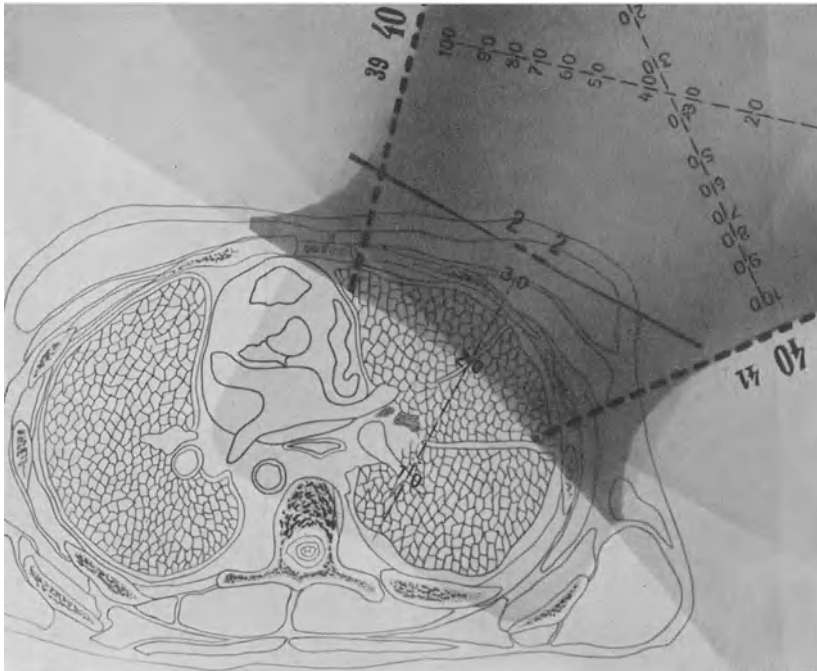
Brustkrebsbestrahlung nach Holfelder: Dosenverteilung durch das Zusammenwirken von Flankierungszange und Ergänzungsfeld. (Abb. 134 und 135.) Man beachte die gleichmäßige Röntgenfiltrierung der gesamten Brustwand bei gleichzeitiger Schonung aller übrigen gesunden Körpergegenden und Organe.
